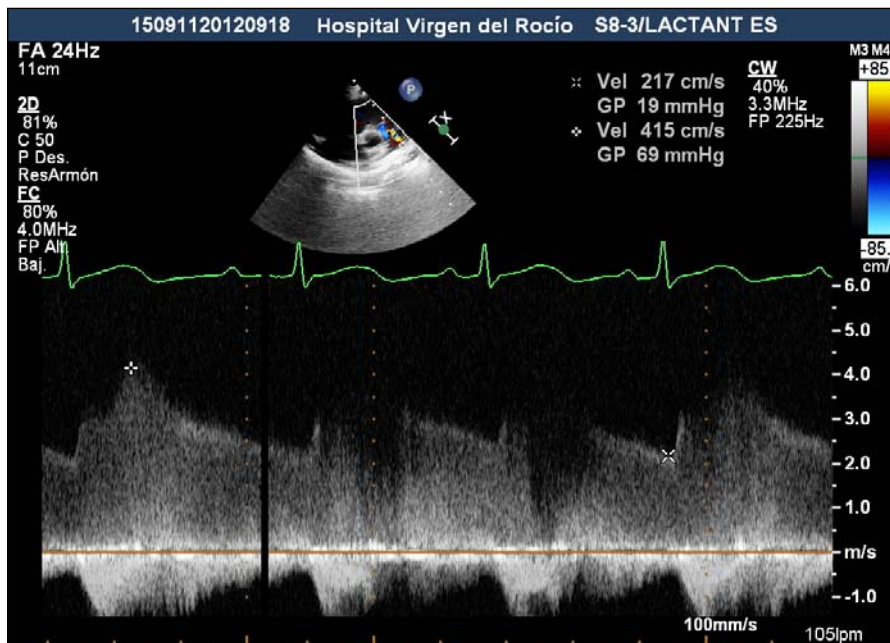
Doppler espectral de flujo ductal continuo izquierda-derecha.
